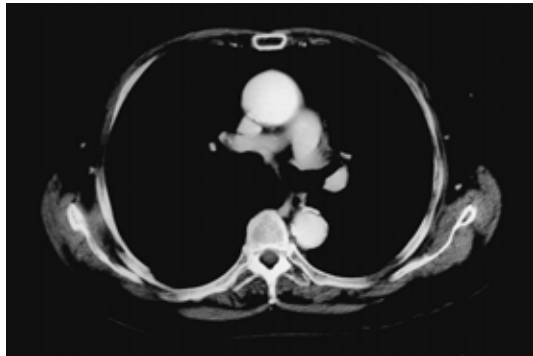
Chest CT scan after treatment, demonstrating disappearance of the left hilar mass.
